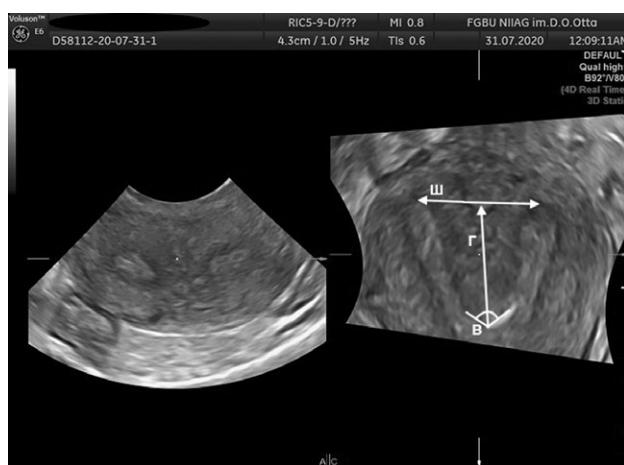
宫腔-双角子宫的三维超声重建: W—宫腔宽; D—宫腔凹陷深度; B角—宫腔下陷角
